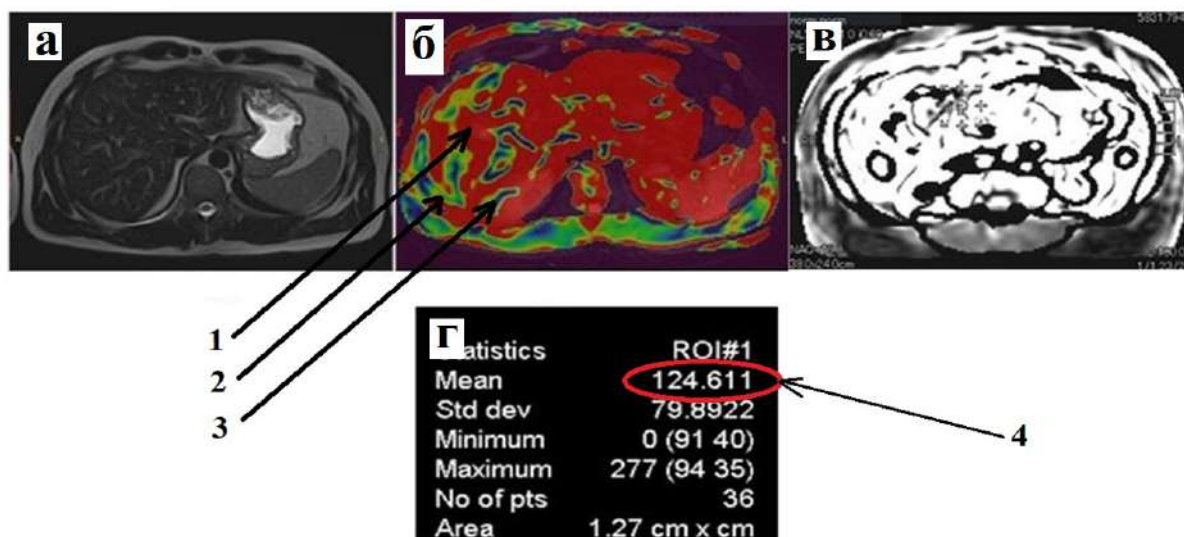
МР-исследование пациента с хроническим вирусным гепатитом В: а – T2-ВИ, б – качественная характеристика ASL-перфузии в цветной шкале (тип кровотока), где 1 – красная зона (кровоток в печени), 2 – зеленая зона (нормальная паренхима печени), 3 – синяя зона (зона фиброза); в – количественная характеристика ASL-перфузии в серой шкале, зона интереса – печеночная артерия; г – статистическая карта с рассчитанным показателем объемного печеночного кровотока (4)
